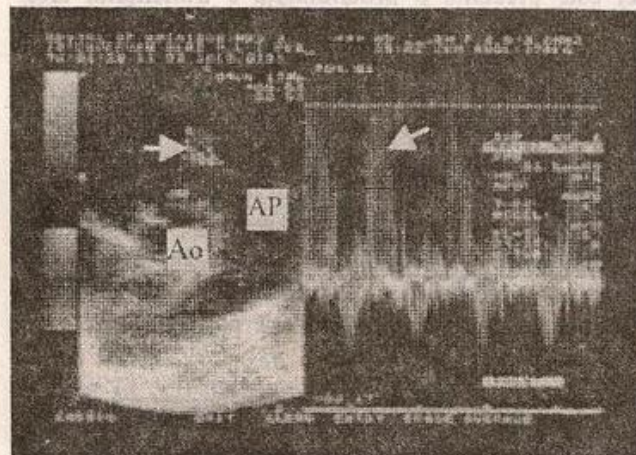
Hipertensiune pulmonară, ecografie Doppler pulsatil în secțiune parasternal stâng transaortic. Refluare pulmonară diastolică cu viteză crescută; gradient arteră pulmonară - ventricul drept = 61 mmHg.
